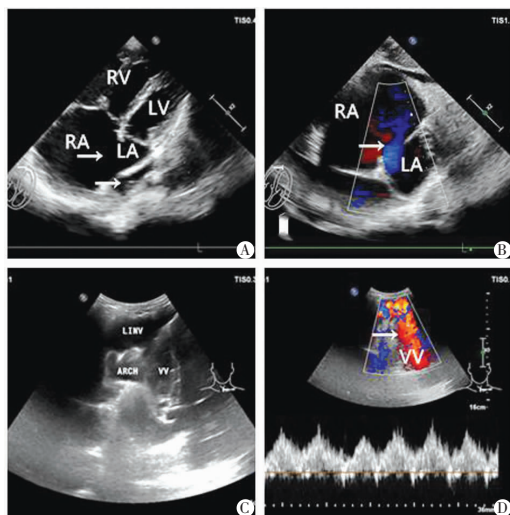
房间隔缺损合并完全型肺静脉异位引流超声心动图
